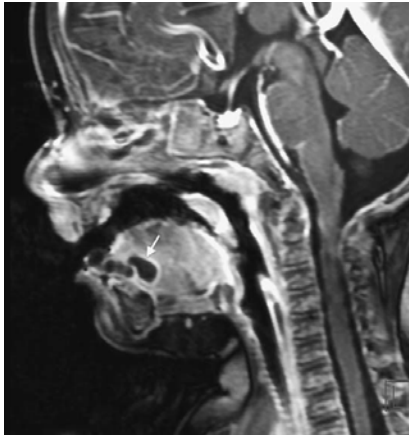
Vista sagital de resonancia magnética que demuestra un quiste epidermoide lingua.¹⁵
